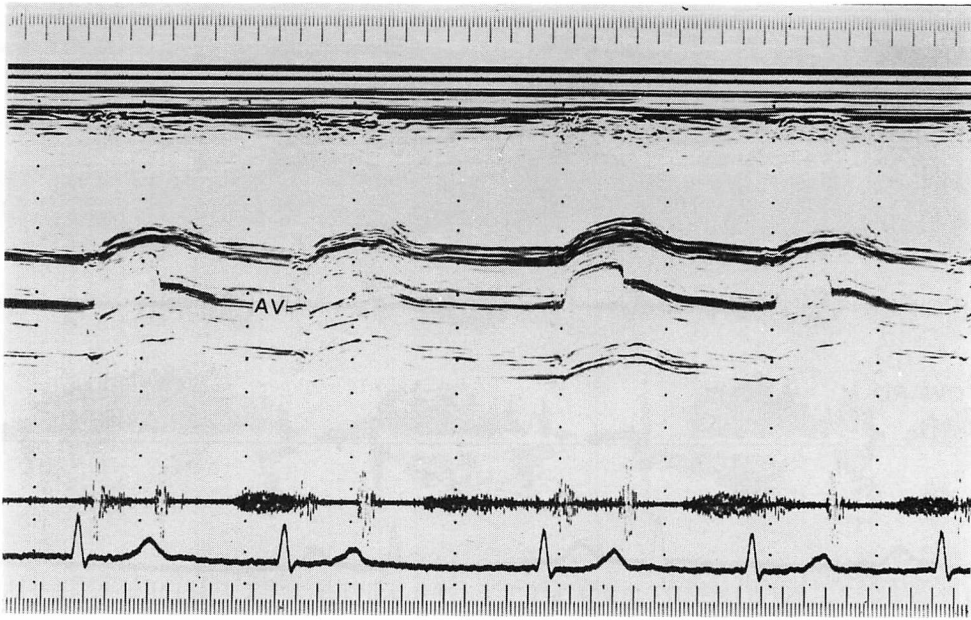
M-mode echocardiogram recorded soon after cardiac catheterization.
